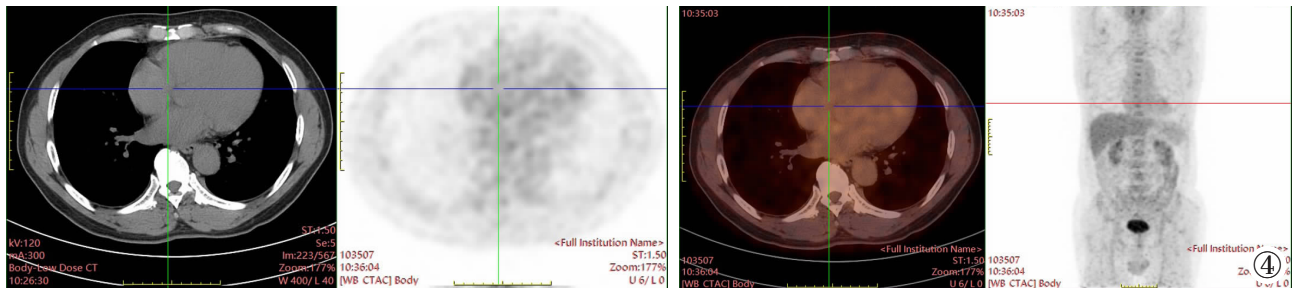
术前 PET/CT: 心脏未见明显异常灌注。
